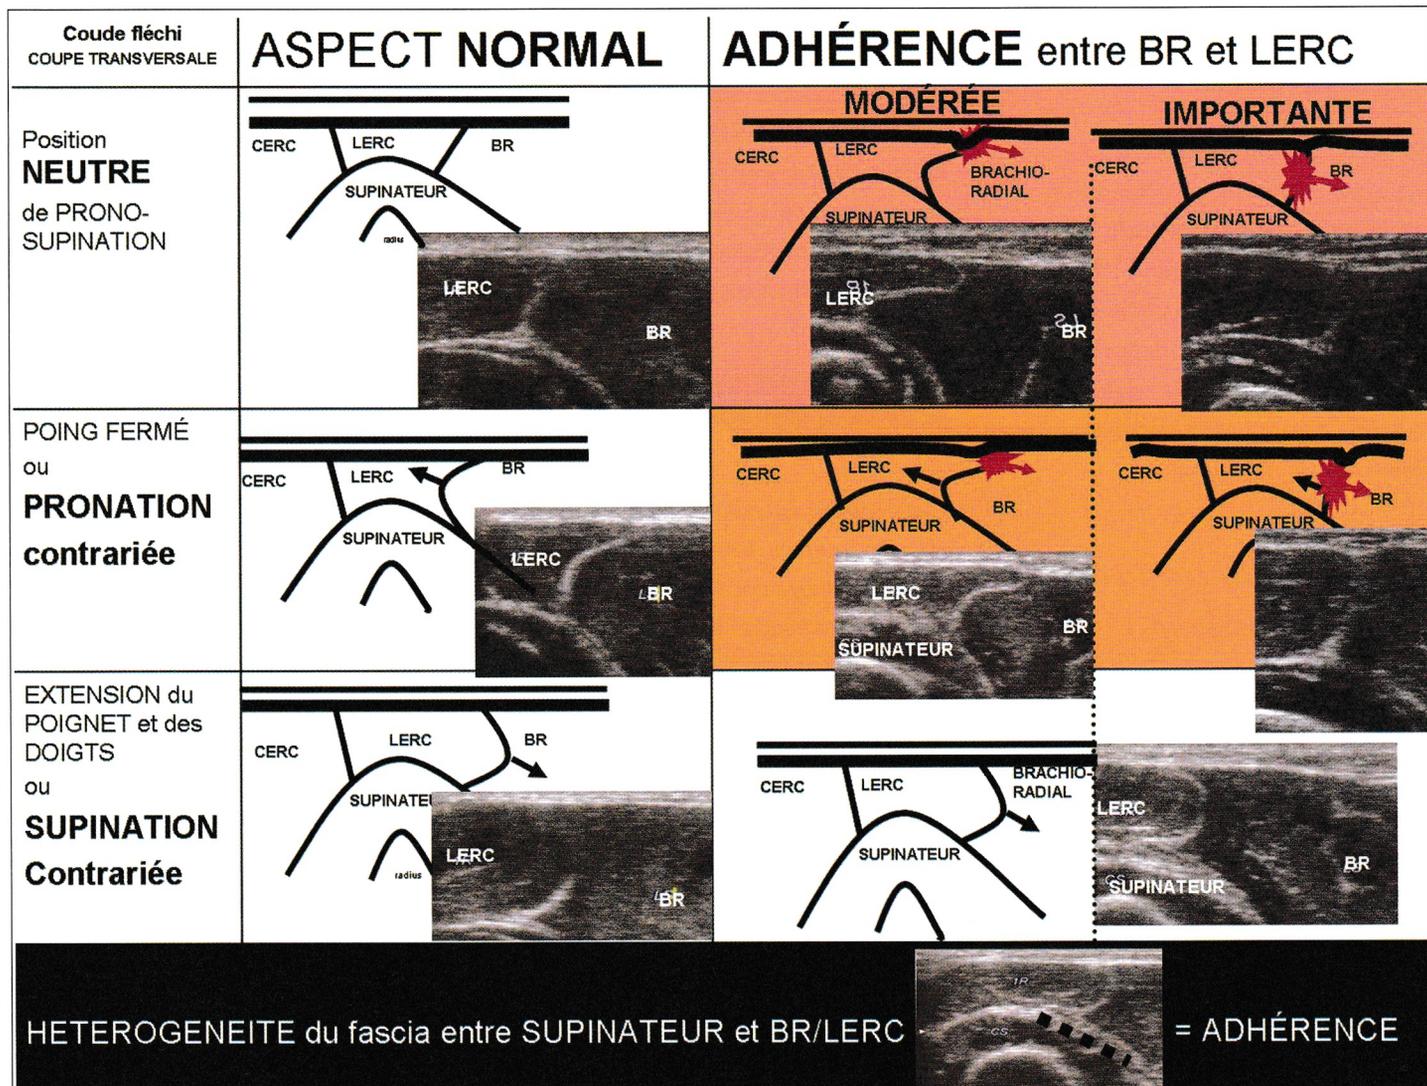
Diagnostic échographique d'adhérence intermusculaire = signe de Jourdan-HPC.
